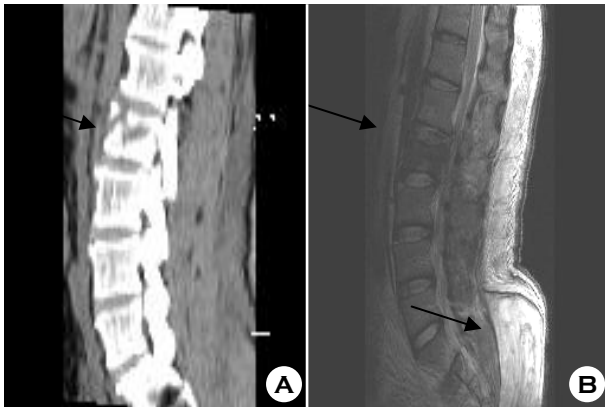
Bursting fracture on L2 body is seen on CT (A), MRI (B). (A) Arrow shows the L2 bursting fracture. (B) The inferior arrow shows the huge hematoma in the buttock.
